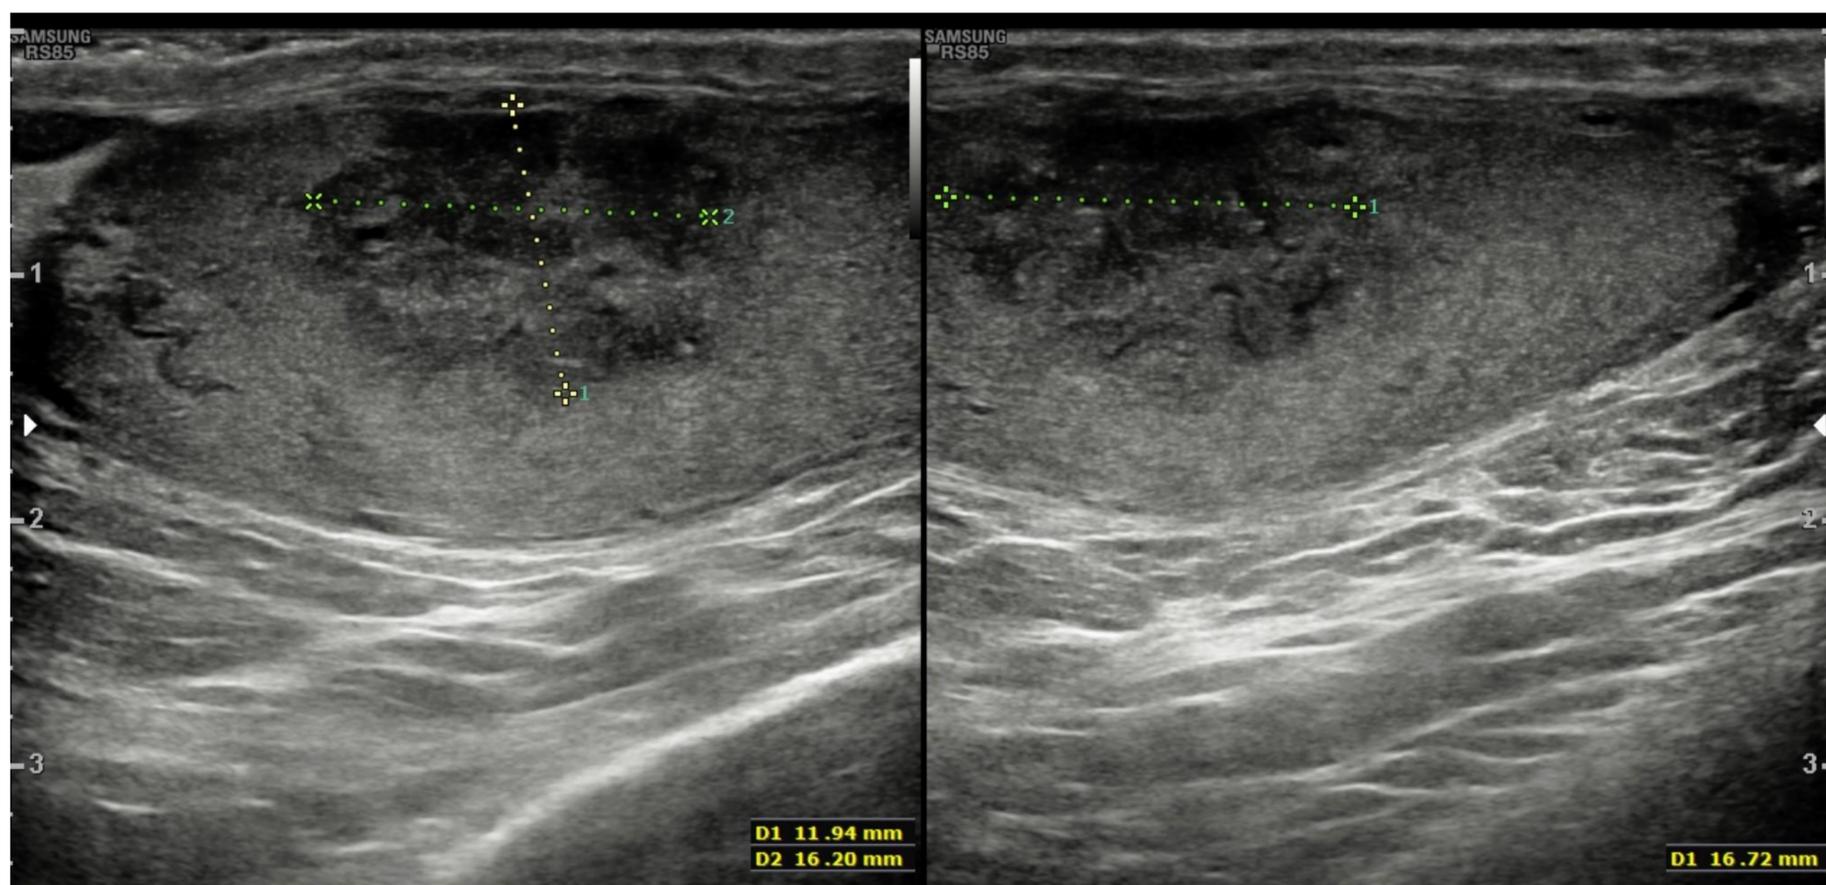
Imagen nodular heterogénea bien delimitada en teste derecho. En el estudio Doppler color no presenta vascularización. Compatible con hematoma intratesticular derecho.
